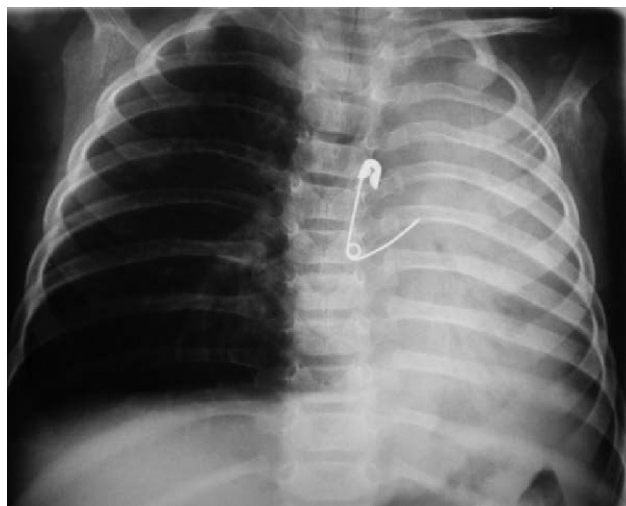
Radiografía de tórax anteroposterior. Imperdible abierto con atelectasia masiva del pulmón izquierdo y derrame pleural ipsilateral.
